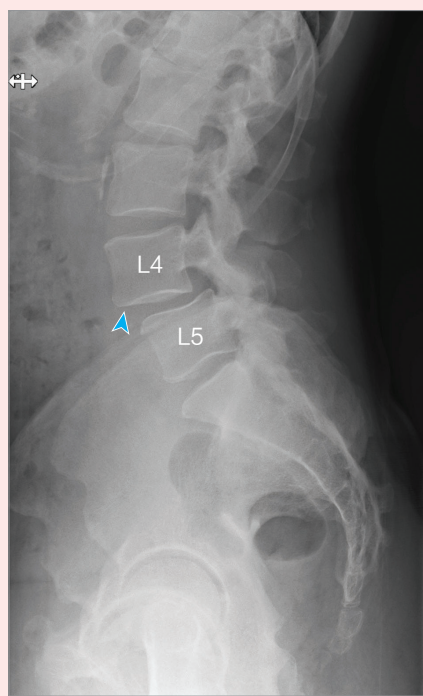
X线平片显示腰4-5椎体滑脱（1例71岁的老年患者）
